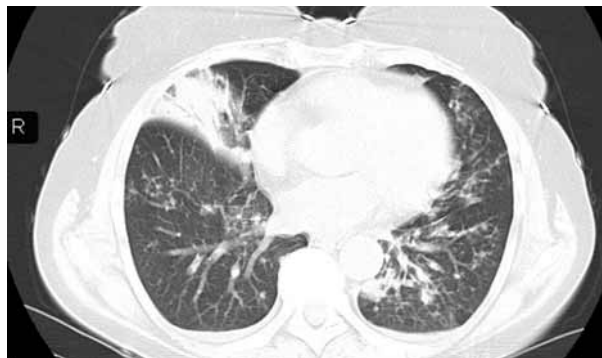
Мультиспиральная компьютерная томография легких в динамике (через 2 нед.)
